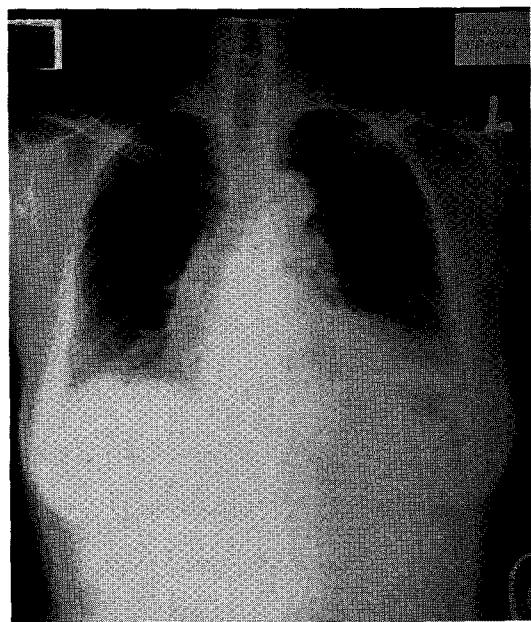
Follow-up chest radiograph taken one week after discharge shows complete resolution of consolidation in left lower lobe.
